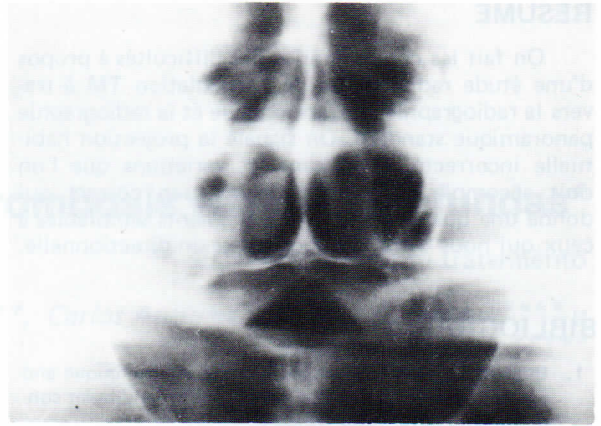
Tomografía coronal del tercio medio de cara.
